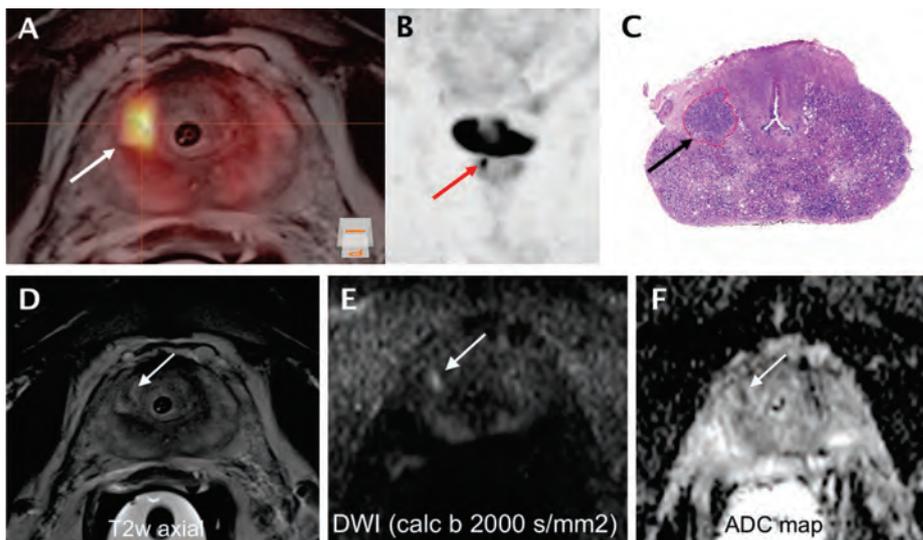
41-jähriger Patient, Proband einer prospektiv, randomisierten klinischen Studie (clinicaltrials.gov: NCT02611882). PSA bei PET/MRT: 6.3ng/ml. Standard 12fach Biopsie negativ, geblindete multiparametrische MRT prospektiv negativ. 68Ga-PSMA 11 PET/MRT positiv (A+B; Transitionalzone der rechten Basisregion) cT2 cN0 cM0.
